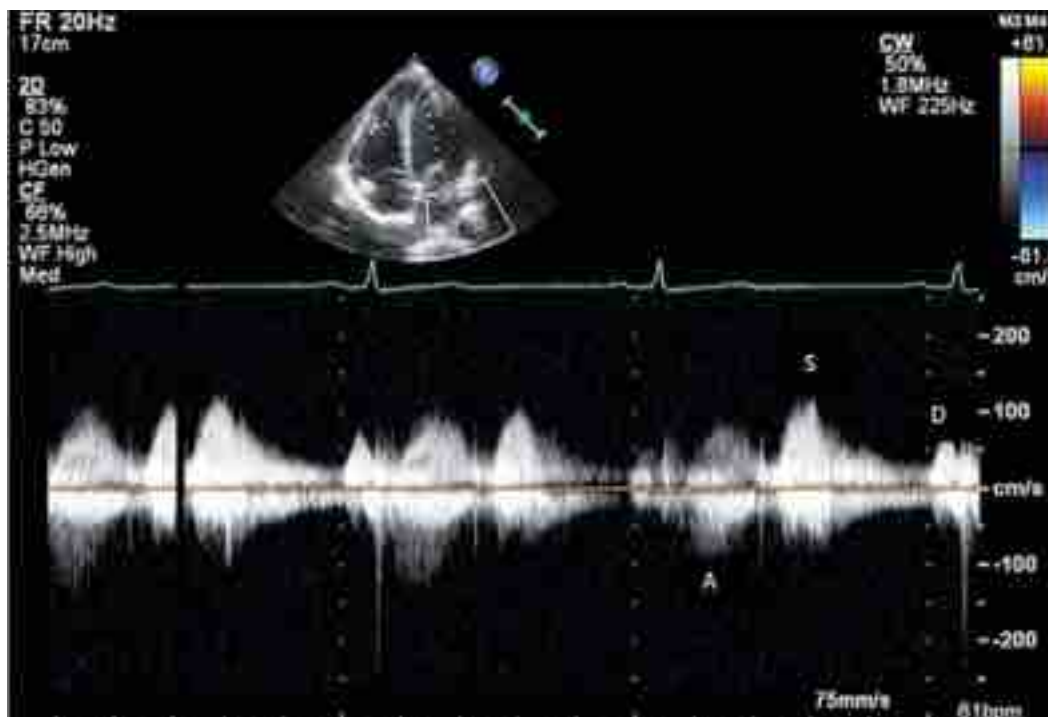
Поток в легочной вене по данным ЭКГ-синхронизированной эхокардиографии: систолический (S); диастолический (D) и ретроградный (A).
